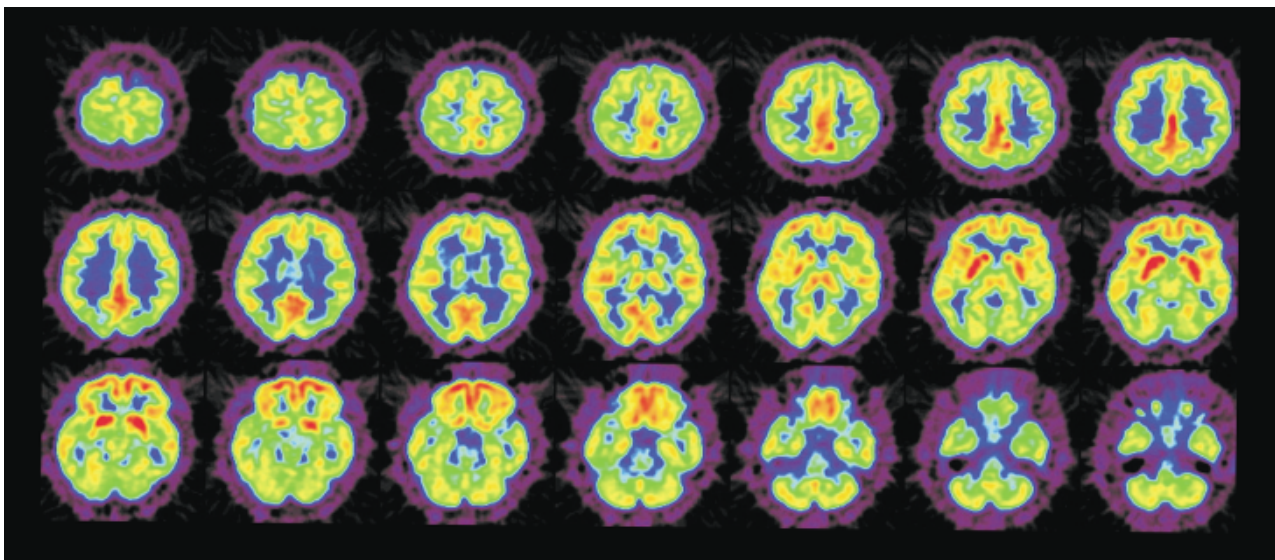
Brain FDG PET shows diffusely decreased cerebral hypometabolism.
